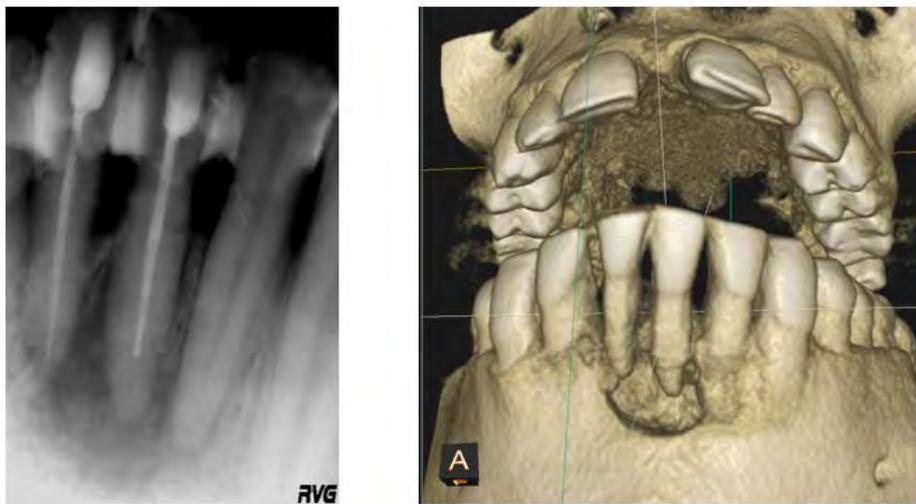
Perte osseuse à l'apex de la 31 et lésion angulaire en mésial de 41 visibles sur la radiographie 2D (à gauche) et perte osseuse visible sur la reconstitution de l'arcade à partir du CBCT (à droite) (examens radiographiques du Dr CALVO)
